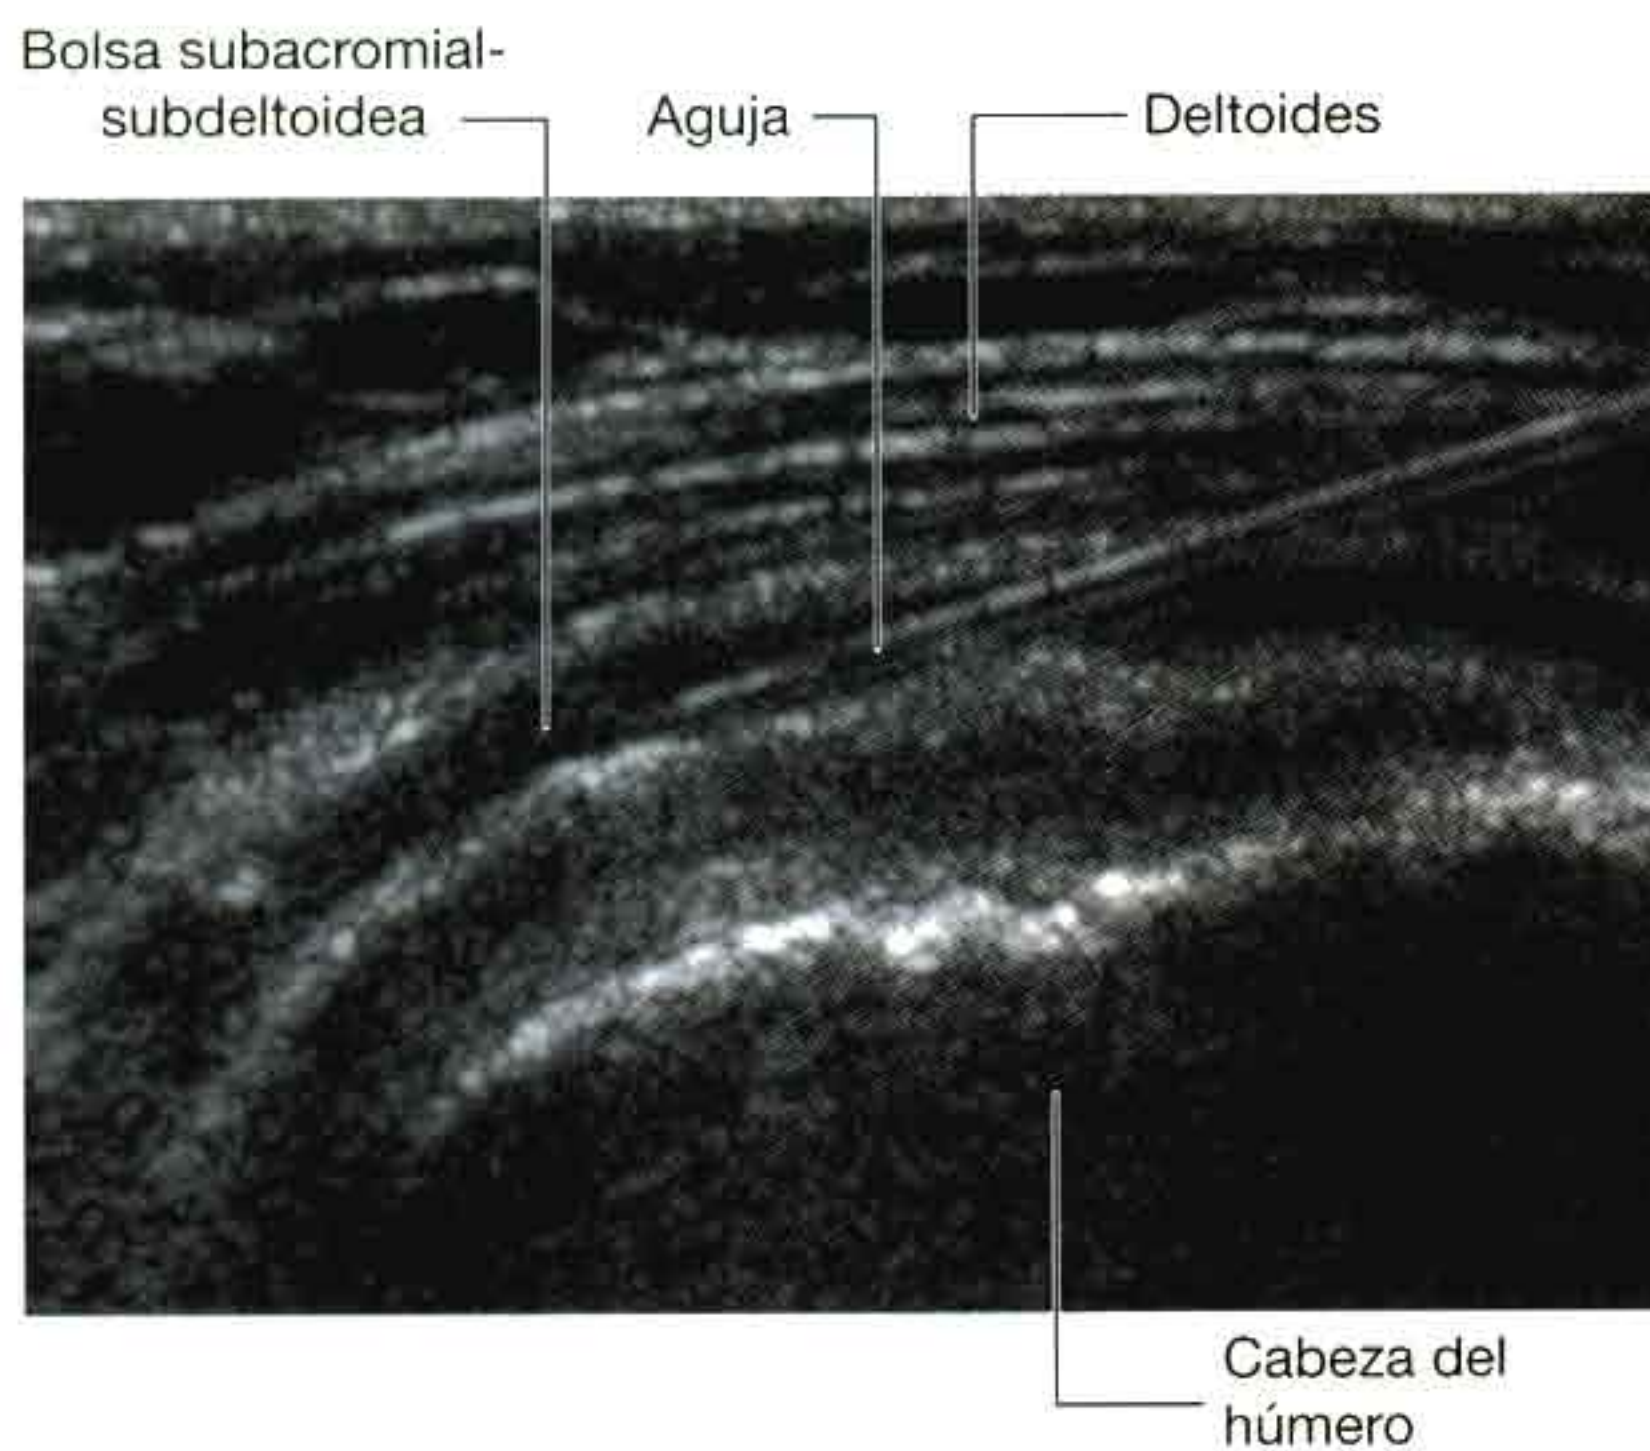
Ecografía de un hombro que muestra el emplazamiento de una aguja en la bolsa subdeltoidea/subacromial.
